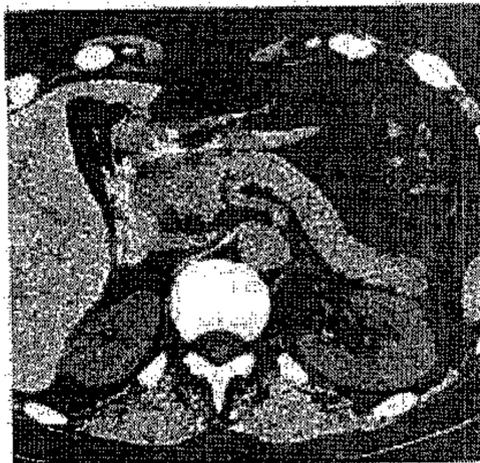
Técnica de realización de una TC. El tubo de rayos X gira alrededor de la persona situada en el tomógrafo y envía un haz de rayos X en forma de abanico a través de la porción superior del abdomen, desde una gran variedad de ángulos. Los detectores de rayos X en el lado opuesto del cuerpo de la persona miden la cantidad de radiación que pasa a través de una sección transversal de ella. Un ordenador reconstruye las imágenes obtenidas mediante varios barridos y se produce la TC. El tomógrafo se orienta de manera que reproduzca el punto de vista que el examinador tendría si se situase a los pies de la cama y mirara hacia la cabeza de la persona en decúbito supino.
